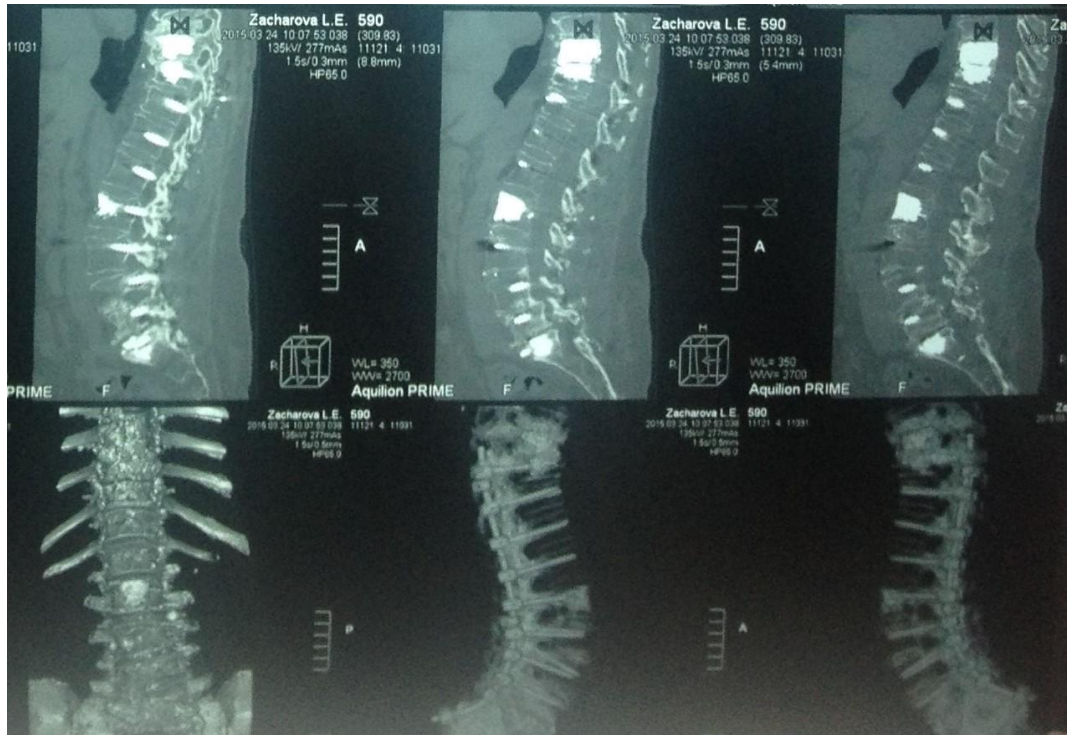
КТ пациентки З., 63 лет. 18 месяцев после операции. Резко выраженное снижение высоты межпозвонкового диска Th<sub>9</sub>-Th<sub>10</sub>
